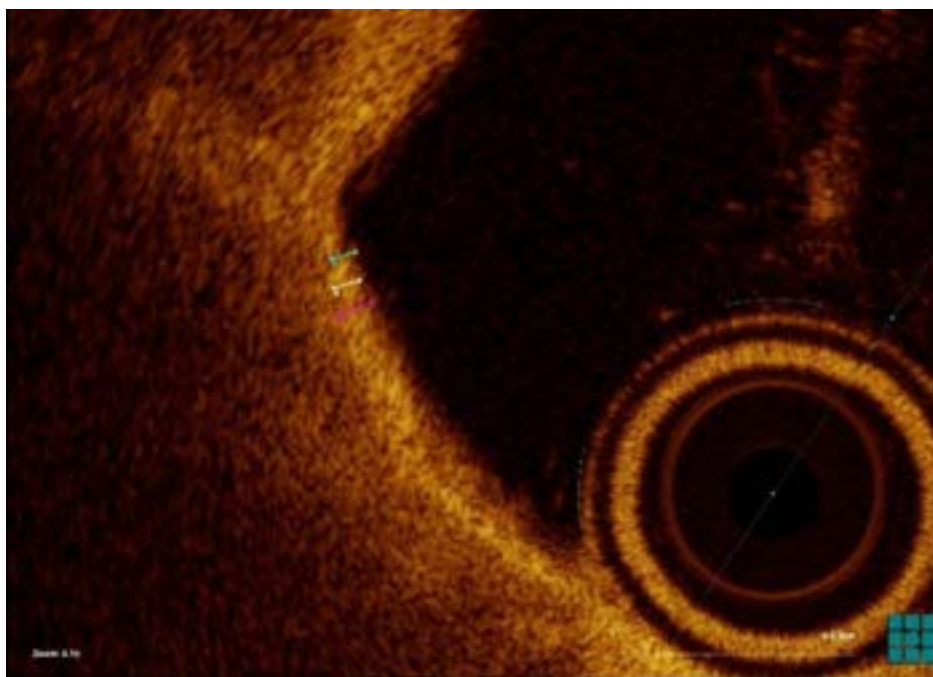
Методика измерения толщины фиброзной покрывки атеросклеротической бляшки с помощью оптической когерентной томографии (толщина покрывки бляшки, изображённой на рисунке 2, измерена в самом тонком месте трёхкратно: 1 измерение – 60 мкм; 2 измерение – 60 мкм; 3 измерение – 70 мкм; среднее значение – $(60+60+70)/3=63,3$ мкм)
